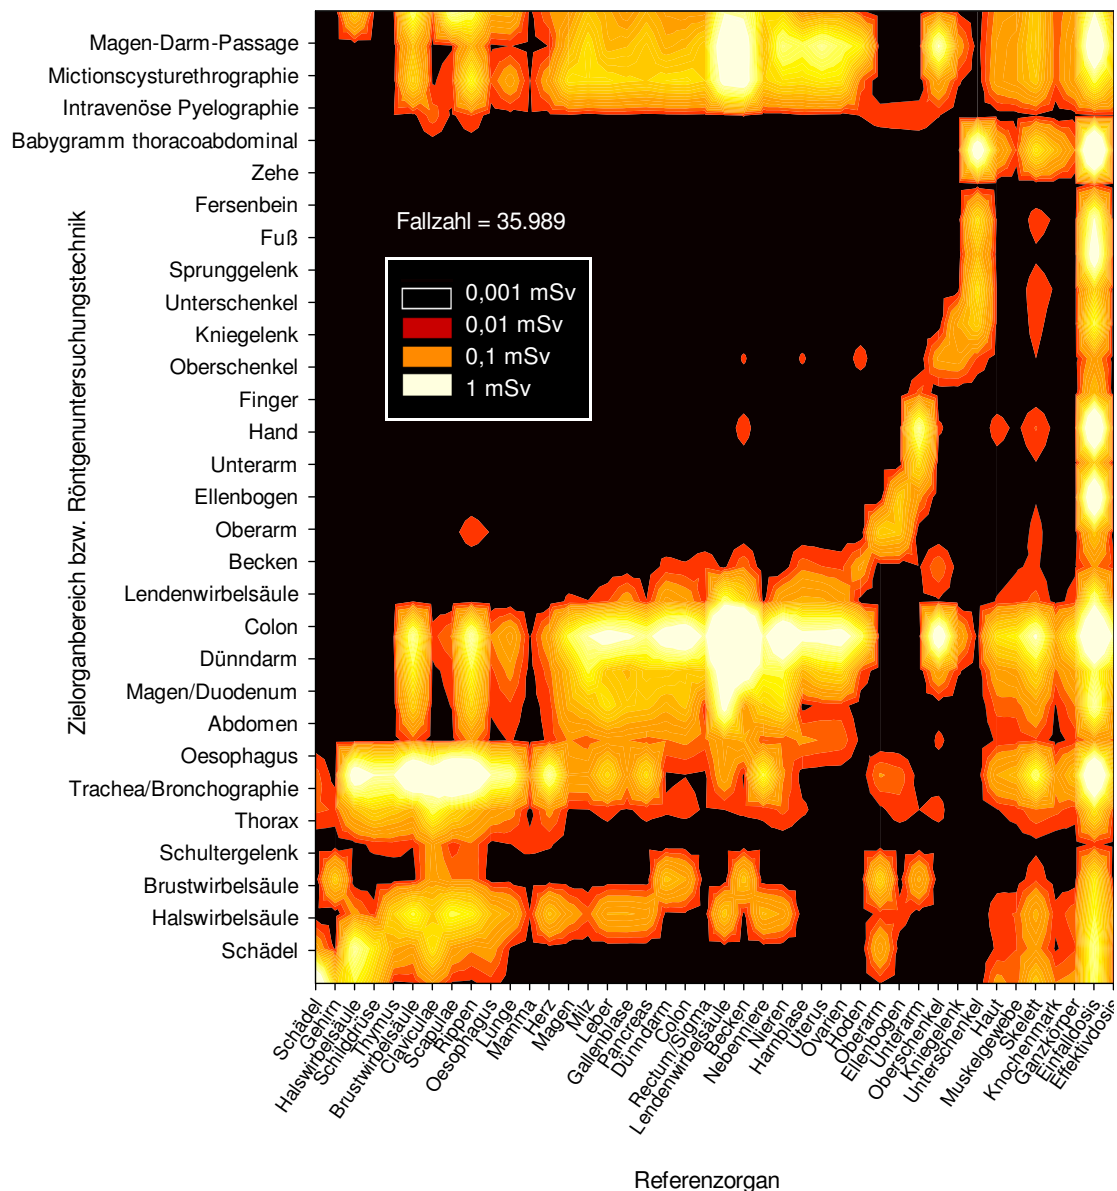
Mittlere Organdosis pro Röntgenuntersuchung in 40 Referenzorganbereichen bei diversen Röntgenuntersuchungstechniken in der Abteilung Radiologie im Dr. von Haunerschen Kinderspital aus dem Zeitraum 1976 bis 2003 für die Altersgruppe der Neugeborenen.
